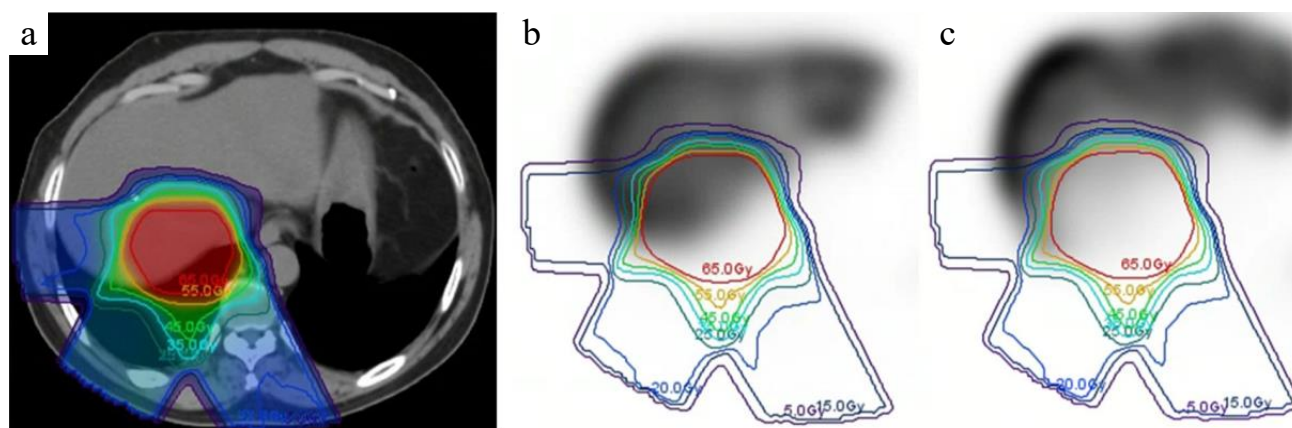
Планування КТ (а) та ОФЕКТ з колоїдом ^{99m}Tc -сірки пацієнта Р., хворого на рак печінки перед проведенням протонної терапії (б) та через 1 місяць після терапії (с) [75].
